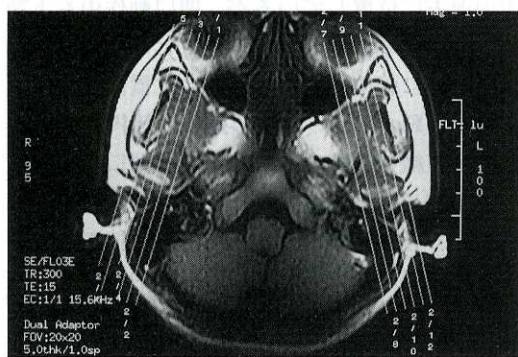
Fast SPGR (Fast spoiled gradient recalled acquisition at steady state) axial MR image showing on oblique sagittal orientation
